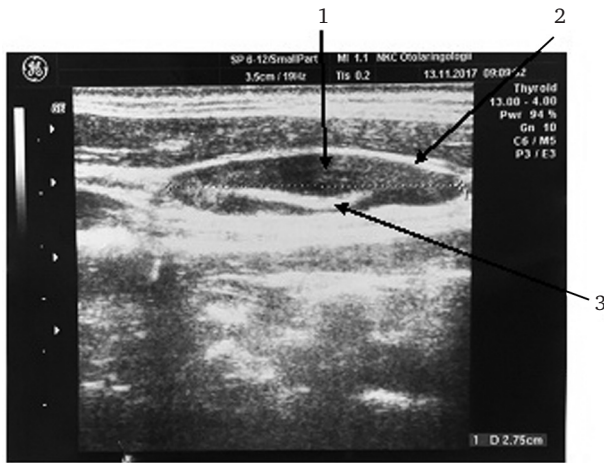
УЗИ гортани пациента. Эхографическая картина рака гортани с распространением в мягкие ткани передней поверхности шеи:
